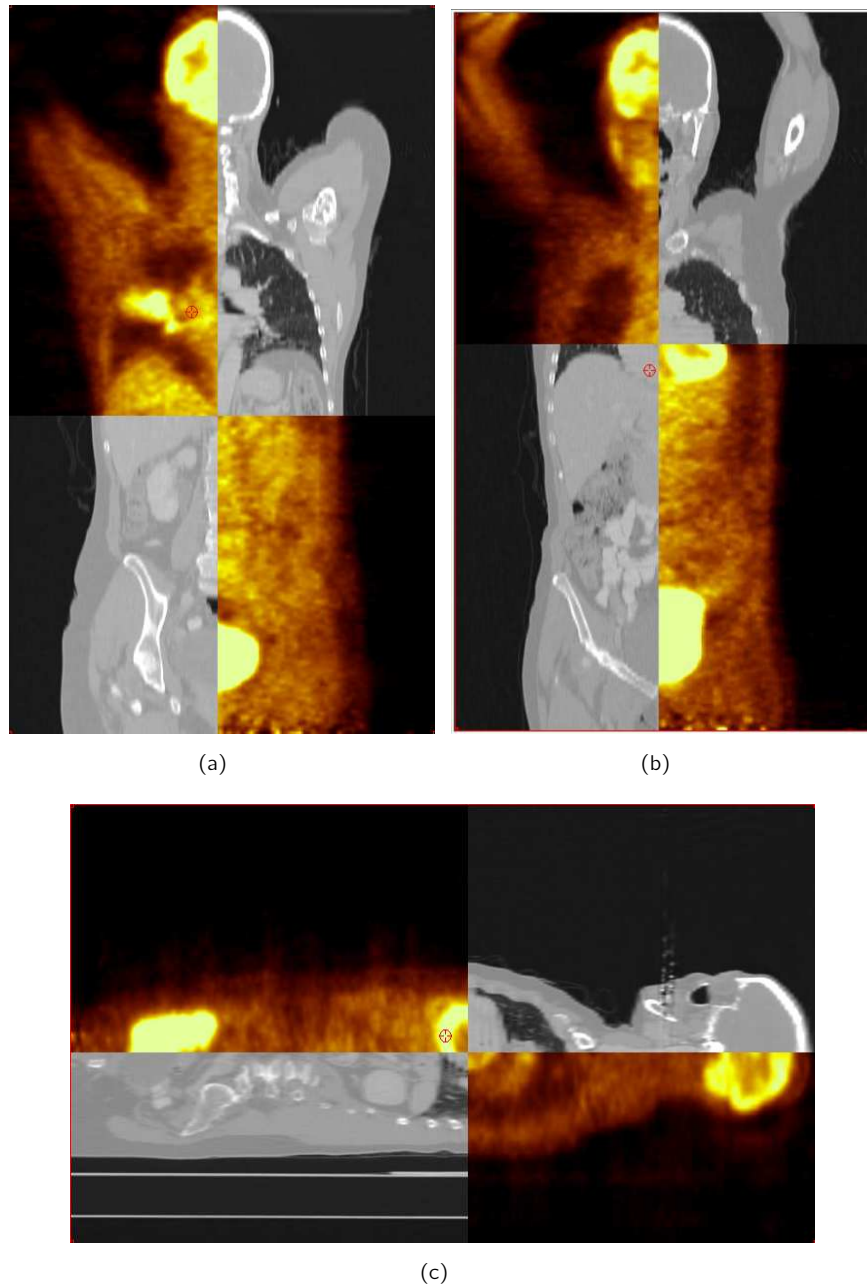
Überlagerung der sagittalen und koronaren Schichtbilder der CT- und PET Ganzkörperdatensätze nach Registrierung.
